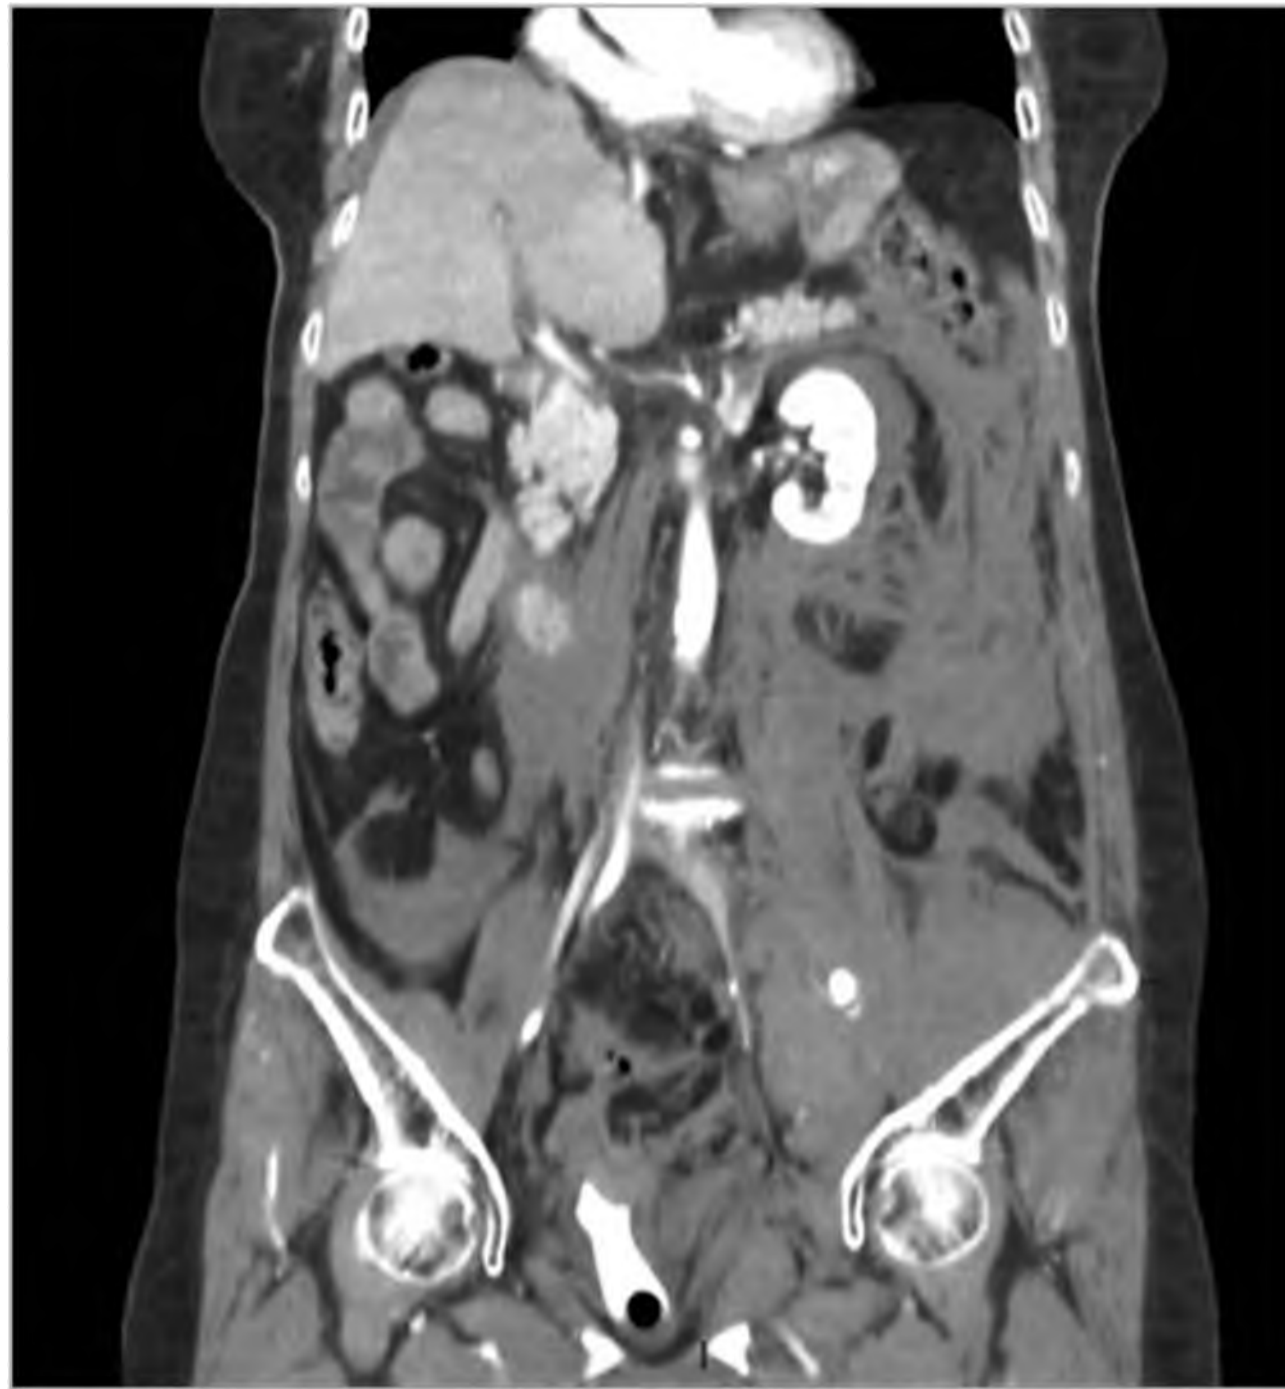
Corte longitudinal de TC mostrando extenso hematoma de retroperitônio em paciente anticoagulado após acidente automobilístico.
